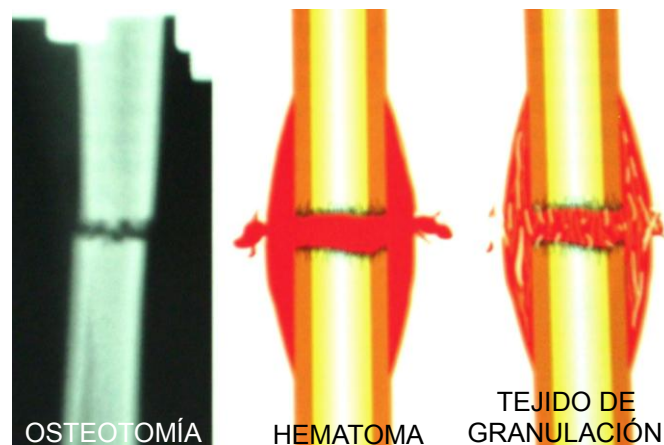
Radiografía intraoperatoria de un hueso largo y la demostración de la cascada de los eventos durante la etapa de inflamación; observando un incremento de los capilares y proliferación celular, el hematoma divide al hueso en segmentos y es reemplazado por tejido de granulación.
